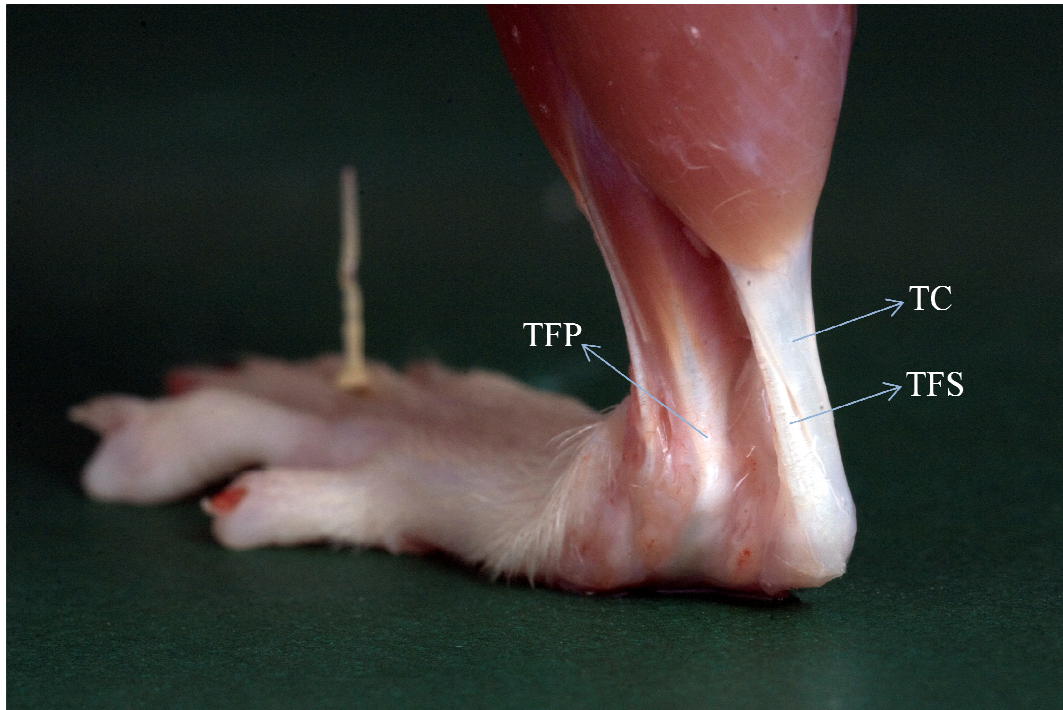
Localização anatômica do tendão calcâneo (TC), tendão flexor superficial (TFS) e tendão flexor profundo (TFP) do membro posterior de ratos (vista póstero-medial).
